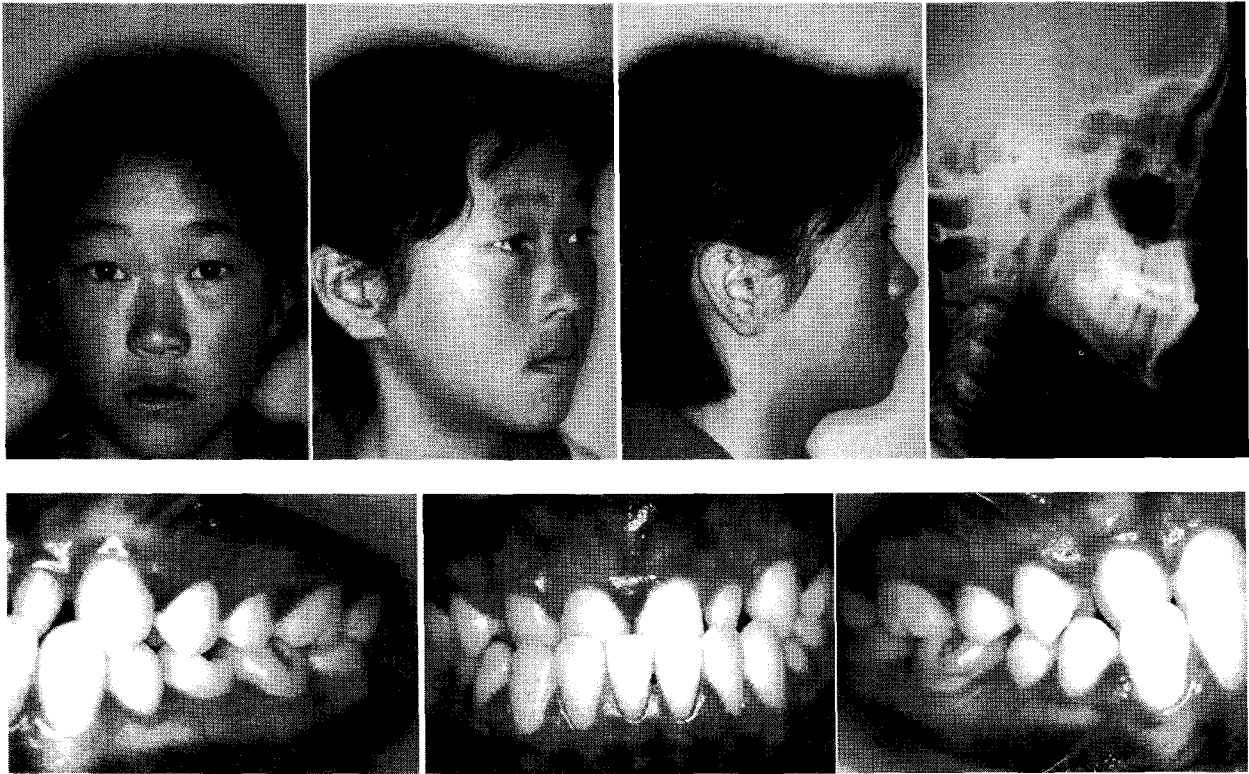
치료전 구내의 사진 및 두부 방사선 사진
